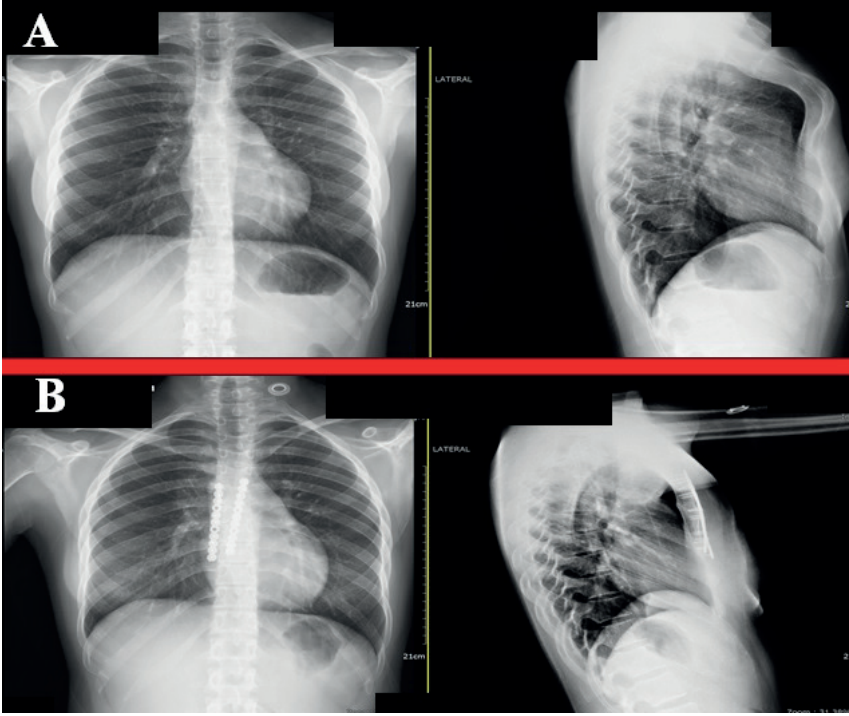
14 yaşında erkek hastanın pektus karinatum nedeniyle minimal invaziv cerrahi (abramson) öncesi (a), sonrası (b) ve posteroantero-lateral grafideki (c) görünümü
